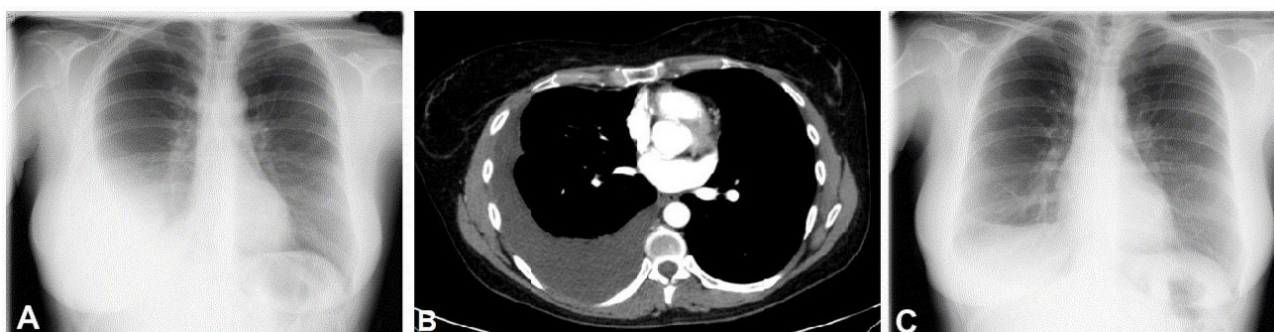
Radiografía de tórax que mostró aumento de derrame pleural que coincidió con empeoramiento de disnea (imagen A); TC de tórax que confirmó derrame de importante cuantía sin engrosamiento pleural (imagen B); Mejoría radiológica tras realización de toracocentesis evacuadora (imagen C).
